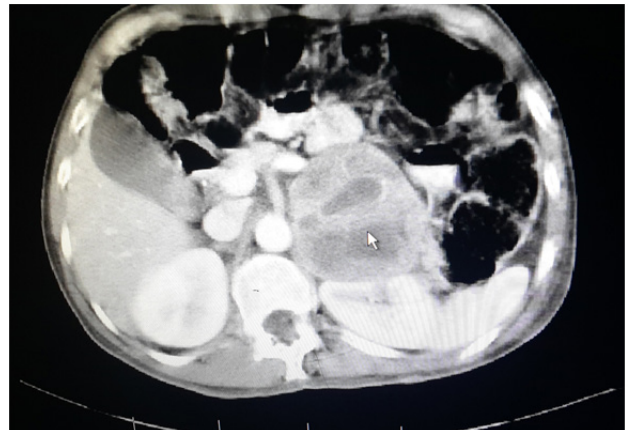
TAC de suprarrenales mostrando masa suprarrenal izquierda de aproximadamente 10 x 8 cm con bordes bien delimitados, de contenido heterogéneo con probables áreas de necrosis.
